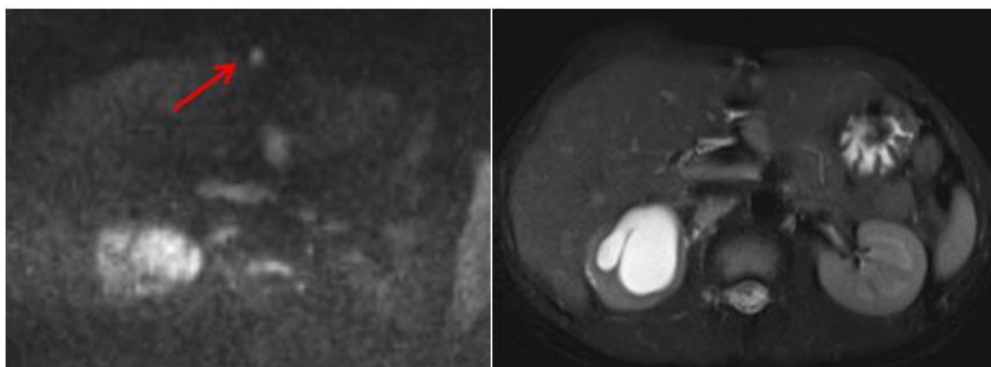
Мелкие очаги ограничения диффузии могут быть связаны с пониженной скоростью кровотока (мелкие венулы; красная стрелка). Слева направо – ДВИ, T2-ВИ. *Клиническое наблюдение автора.*
